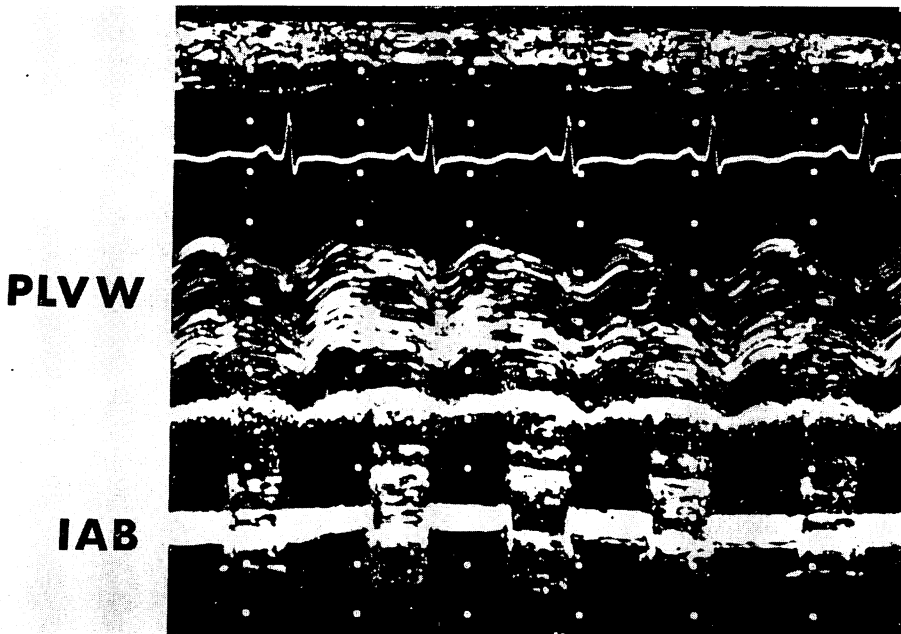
Echocardiogram of a patient assisted by intra-aortic balloon counterpulsation.
